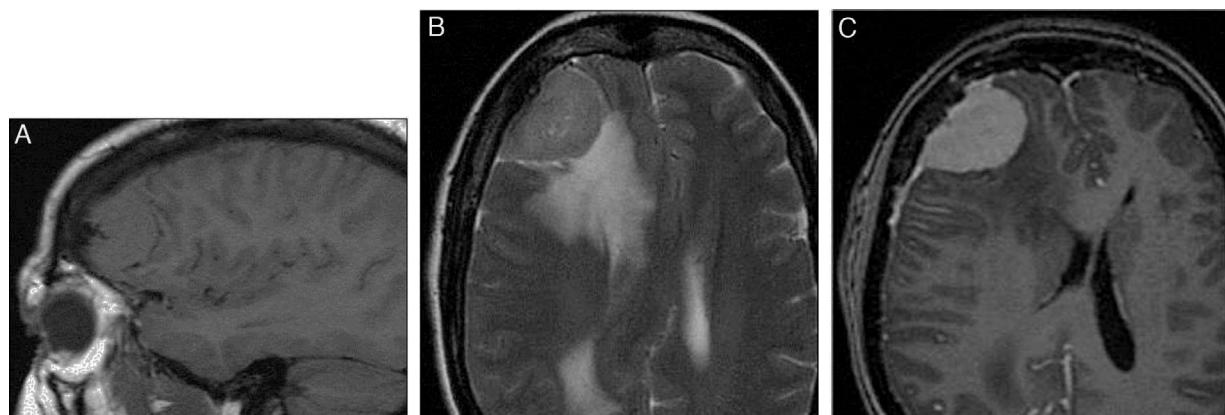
A) RM sagital T1: lesión frontal extraaxial isointensa. B) Axial T2: misma lesión discretamente hiperintensa con signos de edema vasogénico adyacente, efecto de masa y desviación de la línea media. C) Axial T1 con gadolinio: realce intenso y homogéneo y refuerzo dural (signo de la cola dural). Dx: meningioma frontal derecho.
